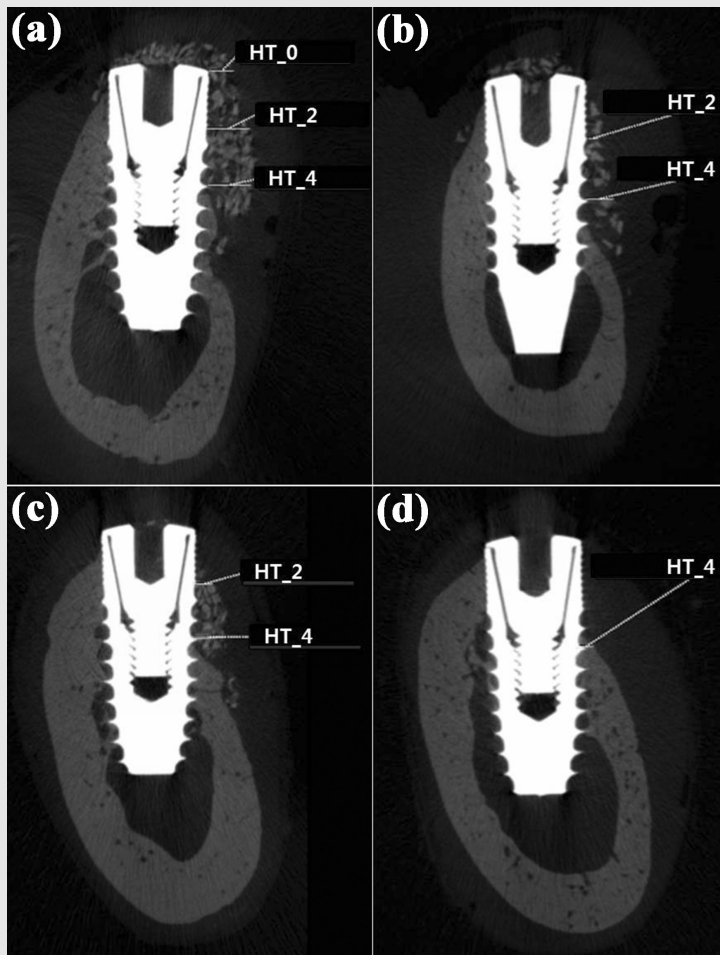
Representative micro-CT images for linear measurement: horizontal thickness of augmentation at the level of implant platform (HT_0), horizontal thickness of augmentation at 2mm below the level of implant platform (HT_2), horizontal thickness of augmentation at 4mm below the level of implant platform (HT_4). (a) bone patch group. (b) GBR group. (c) GBR + pin group. (d) control group.
